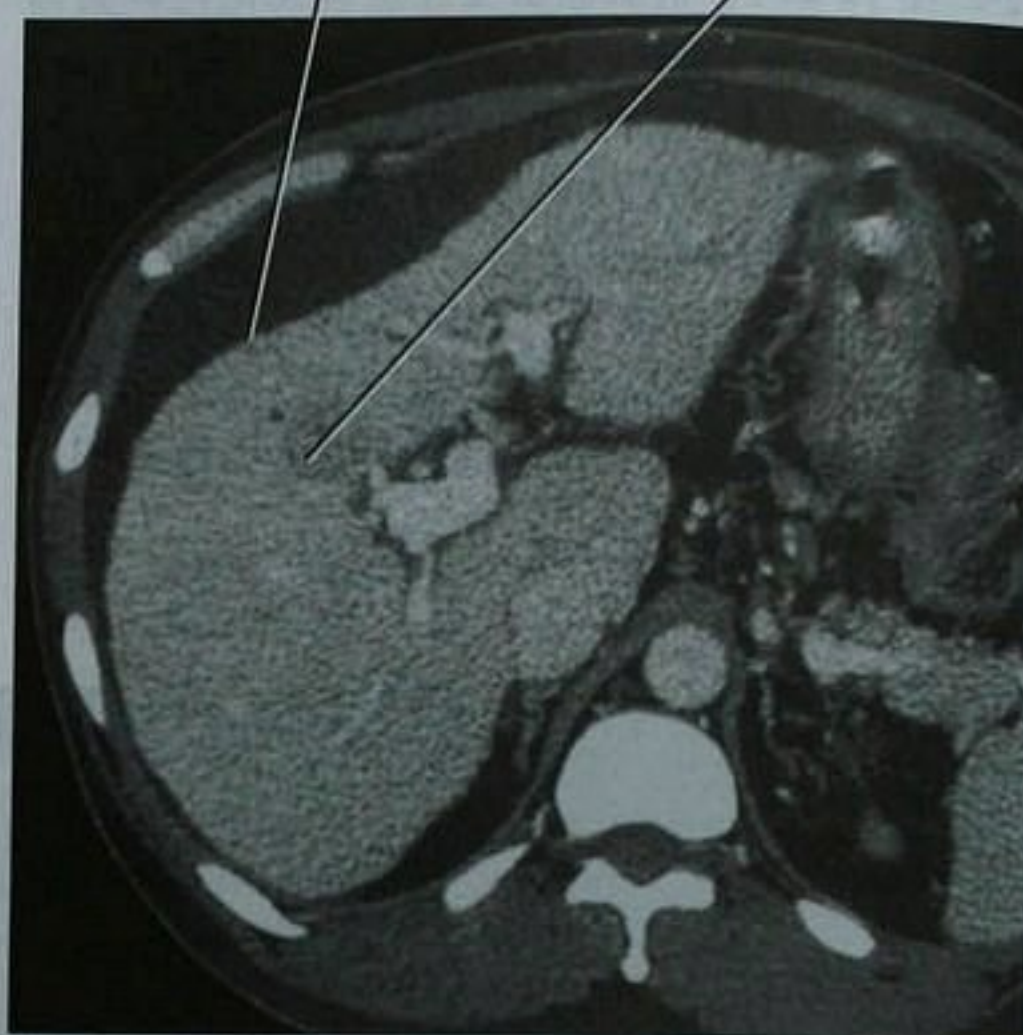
继发于原发性血色素沉积症的肝硬化和肝细胞癌(HCC)患者的肝脏增强 CT 扫描门脉期轴位图像
